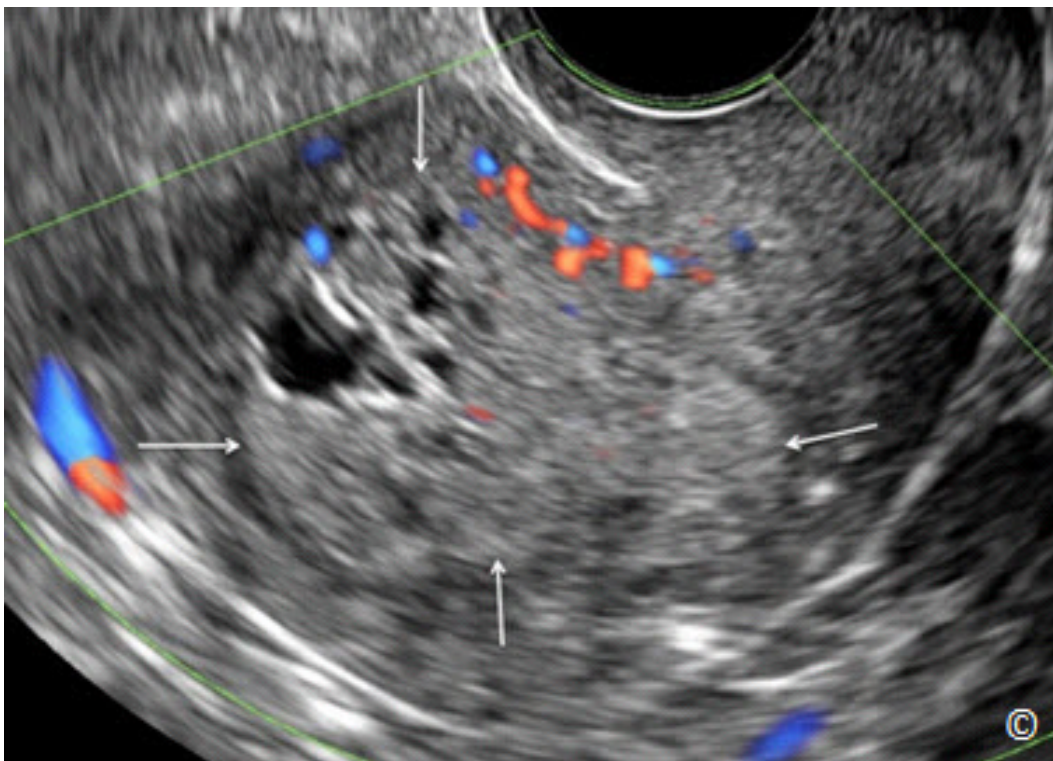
Ultrasonido transvaginal de un plano sagital del útero en una mujer con cáncer de endometrio. Observe el endometrio agrandado, heterogéneo y engrosado (flechas).
